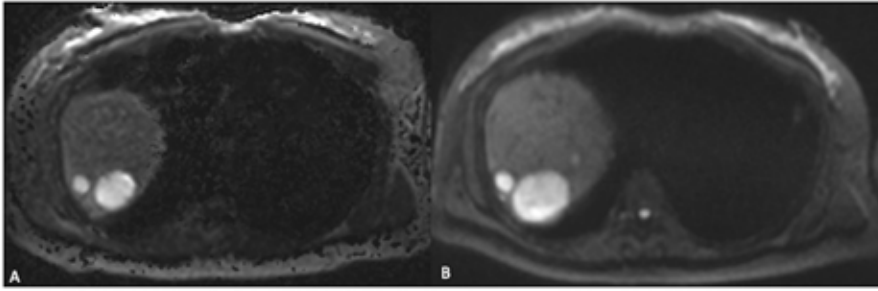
Transversal slice of MRI diffusion weighted imaging before (image A) and after SIRT (image B), demonstrating growth of liver metastases in segment 7 and 8. There are also new liver metastases visible.
